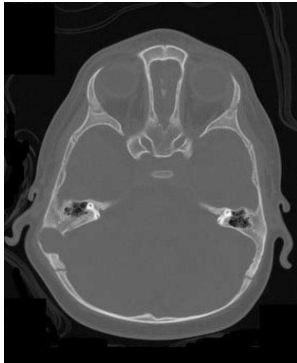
Immagine TC con lesione osteolitica della teca cranica.
